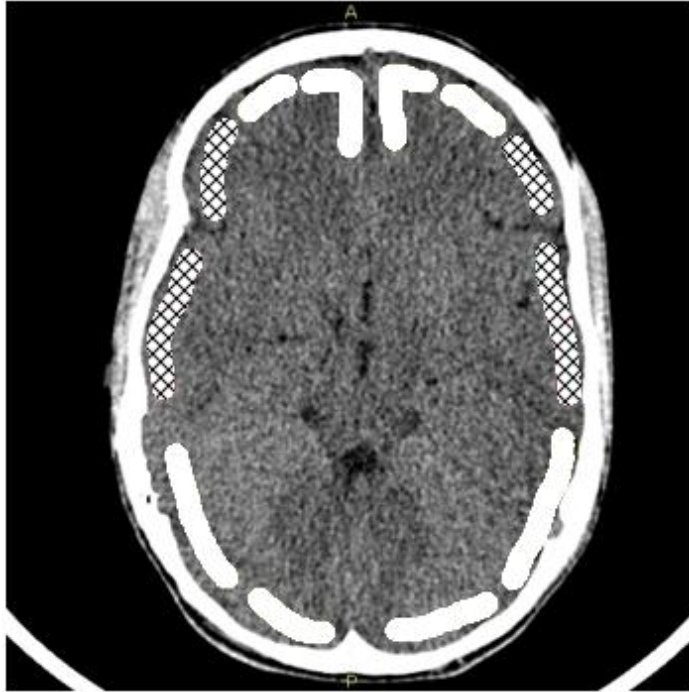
Области интереса перфузионного исследования (штриховкой выделены территории, учитываемые в исследовании)
